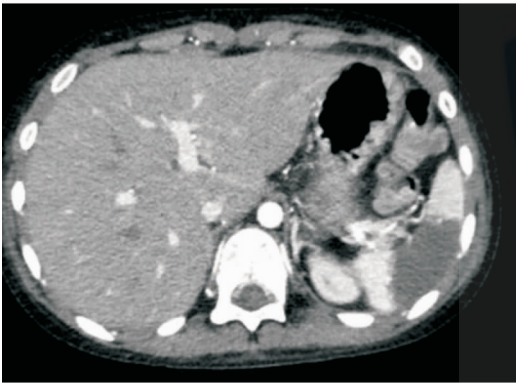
PTE 合并脾栓塞腹部增强 CT 影像(病例 5)
